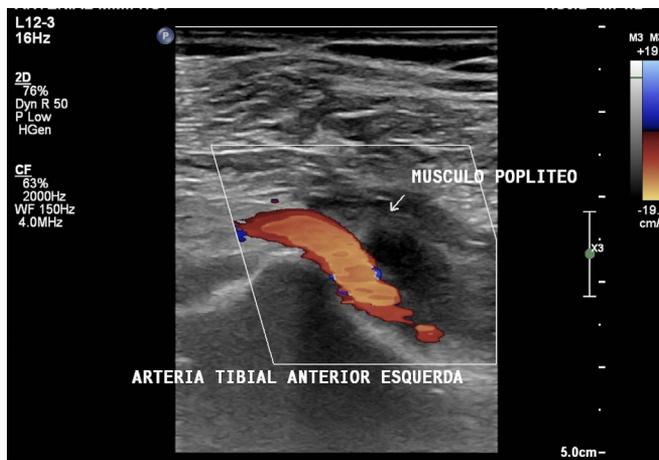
Eco-Doppler do membro inferior esquerdo em corte longitudinal mostrando a variação anatômica da artéria tibial anterior aberrante. A artéria passa anteriormente ao músculo poplíteo.
